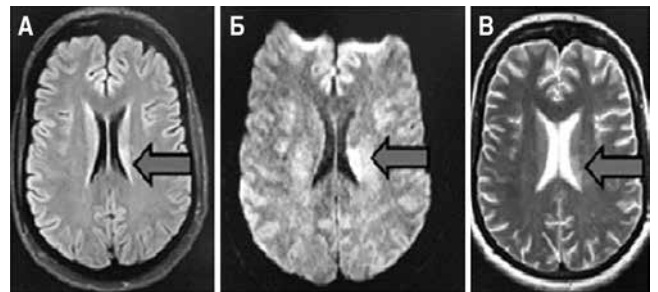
МРТ головного мозга пациентки Г. 28 лет.
